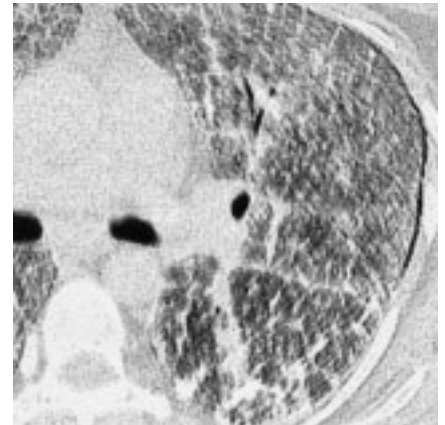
TDM en coupes de 10 mm : micronodules calcifiés diffus (flèches).
